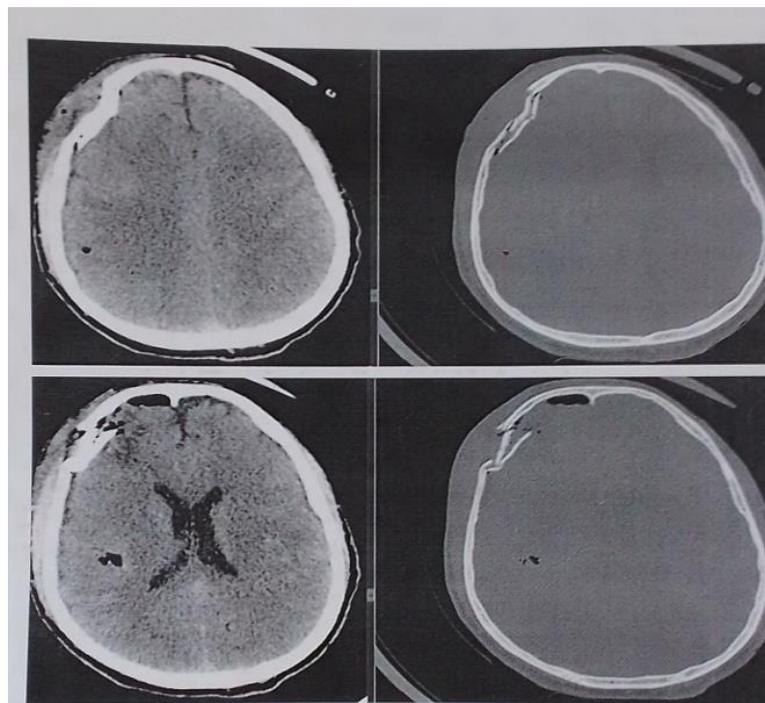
TDM cérébrale coupe axiale en fenêtres parenchymateuses (A) et osseuses (B) montrant une fracture embarrure en marche d'escalier siégeant dans la région frontale droite avec une contusion œdémato-hémorragique et une pneumencéphalie.
